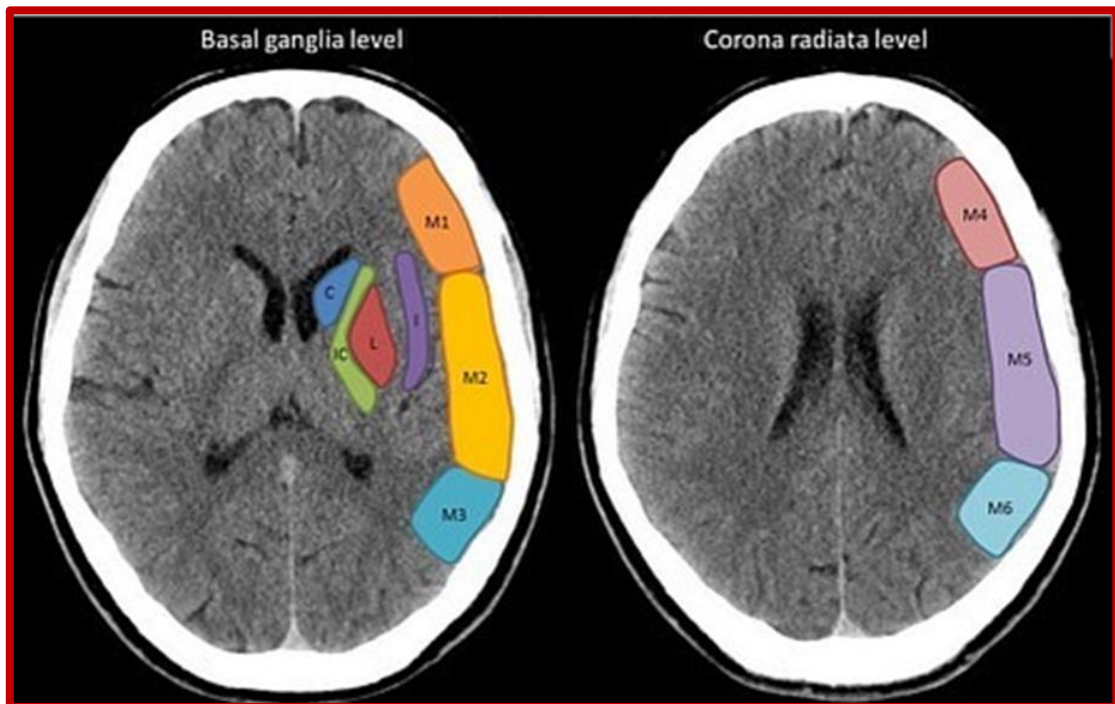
Ilustración del ASPECTS de la Arteria Cerebral Media ⁽¹⁵⁵⁾.
